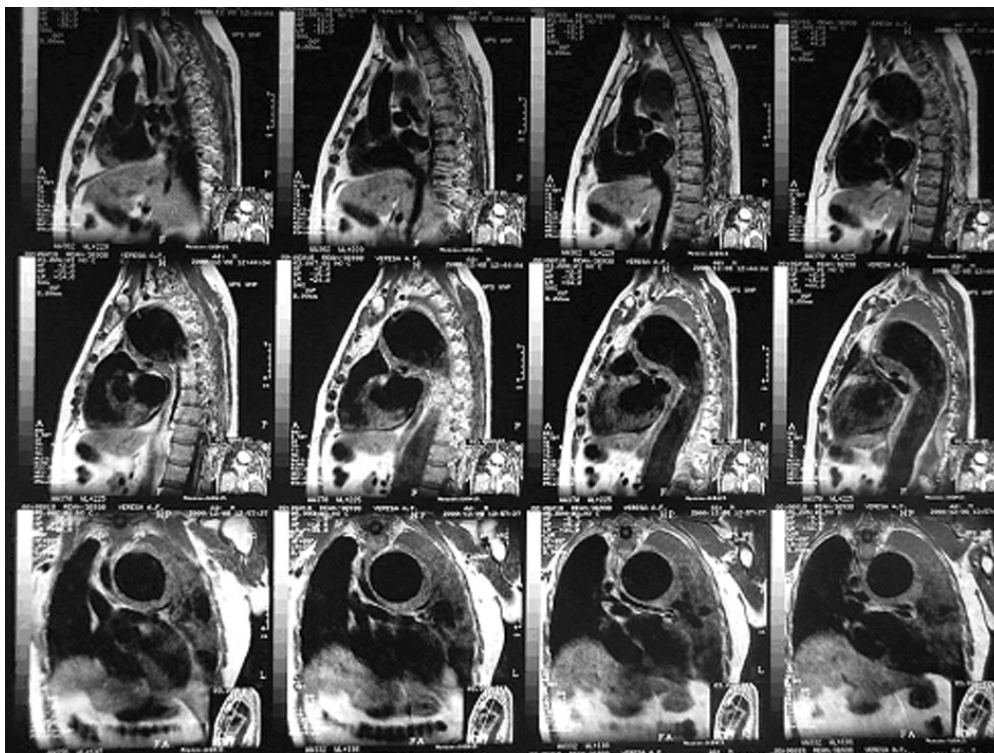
Данные компьютерной томографии больного В.
